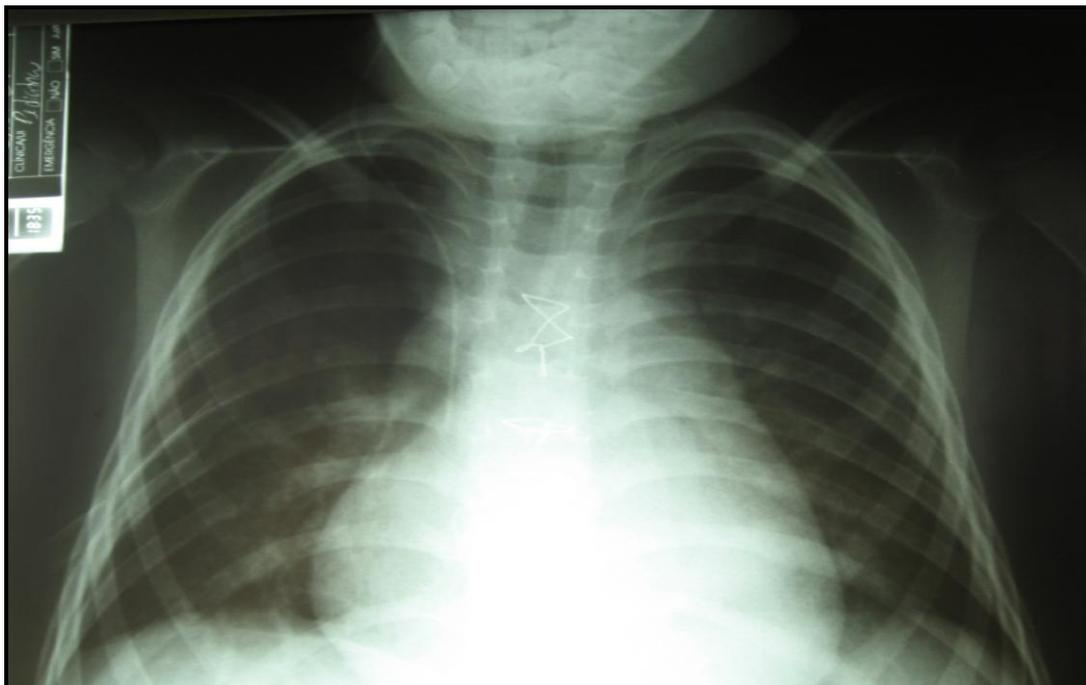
Radiografia de tórax com injeção de contraste pelo cateter para visibilização da ponta do cateter após o CVCP
